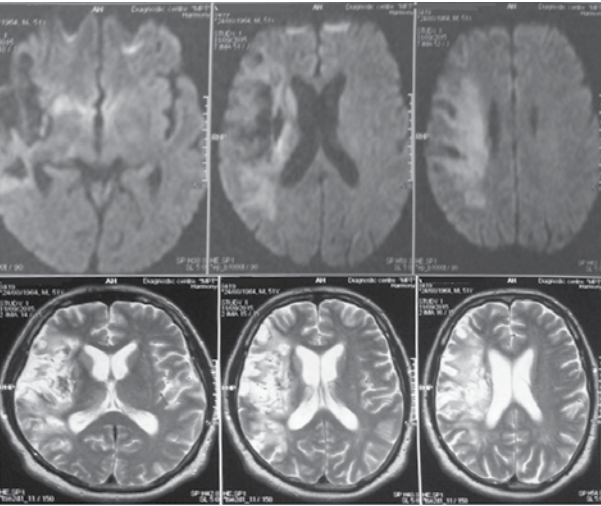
МРТ головного мозку
